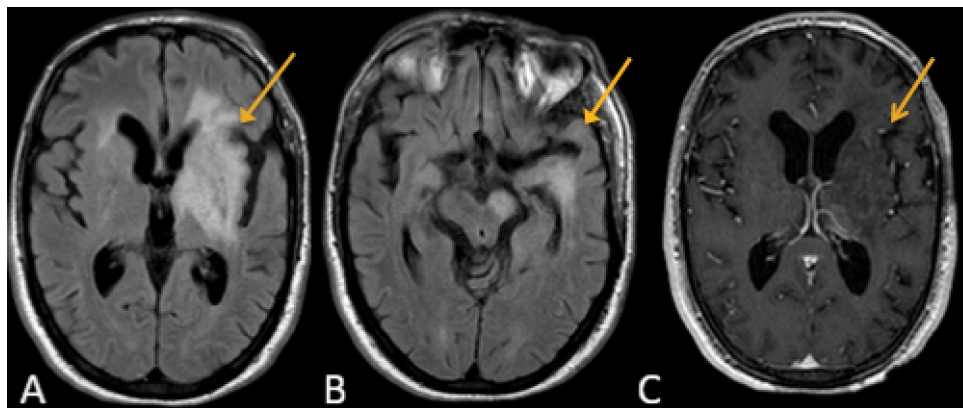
Encéphalite auto-immune anti-NMDAR. Séquence axiale FLAIR (A) montrant une atteinte des noyaux gris centraux. Séquence axial FLAIR (B) montrant une atteinte du lobe temporal mésial gauche. Séquence axiale T1 injectée (C). Source : Radiopaedia. (13)
